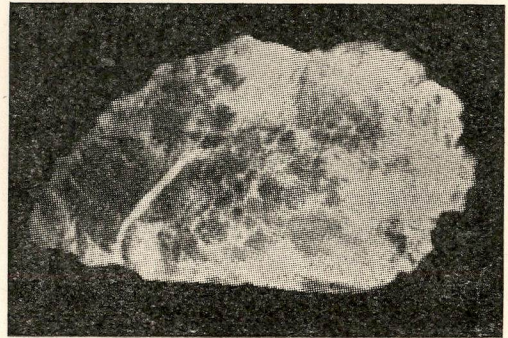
Torotrastoma da região ínguino crural 8 anos após arteriografia com "Thorotrast". Auto-radiografia obtida com 15 dias de exposição.
